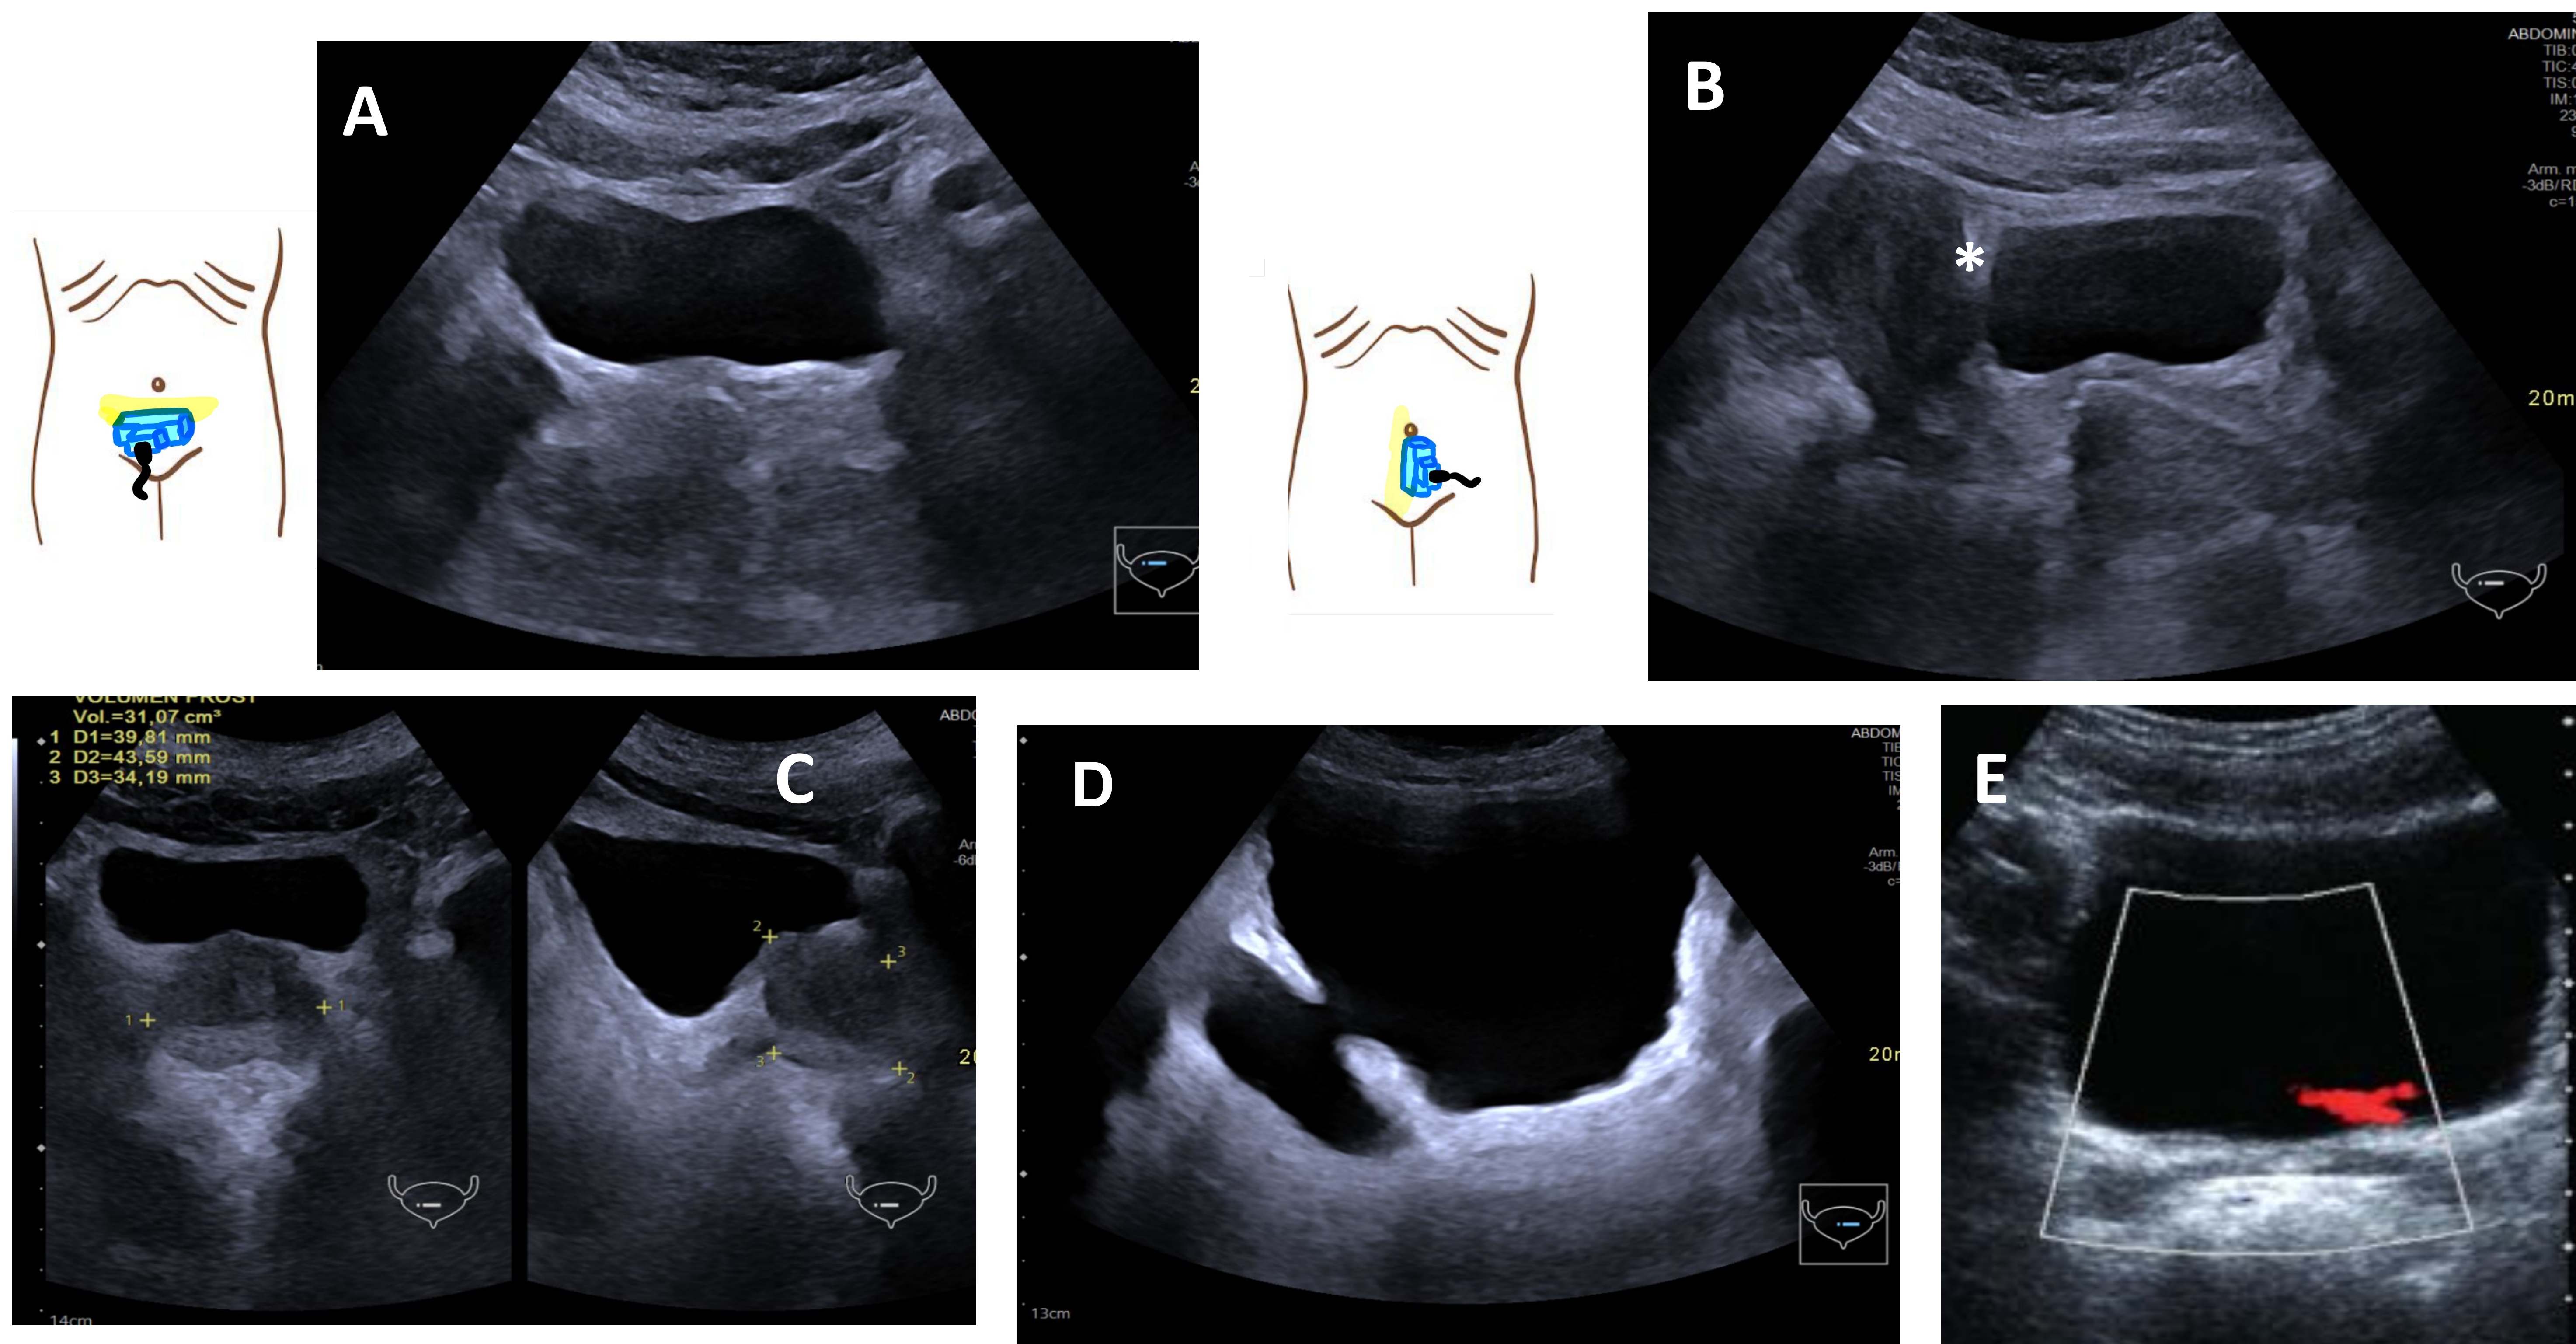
A) Corte transversal de vejiga urinaria. B) Corte longitudinal de vejiga urinaria en mujer. Asterisco: receso de Douglas. C) Cortes sagital y longitudinal de vejiga urinaria en hombre. Se observa medición del volumen prostático. D) Vejiga de lucha: paredes engrosadas y con un divertículo grande. E) Jet urinario izquierdo con Doppler color.
